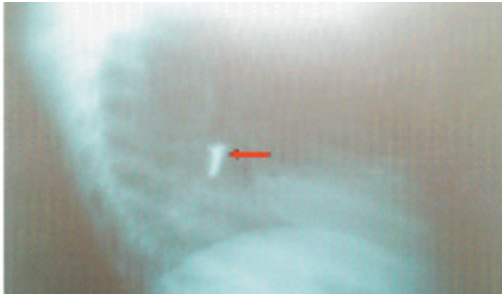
Même image (flèche) vue sur une radiographie thoracique de profil
